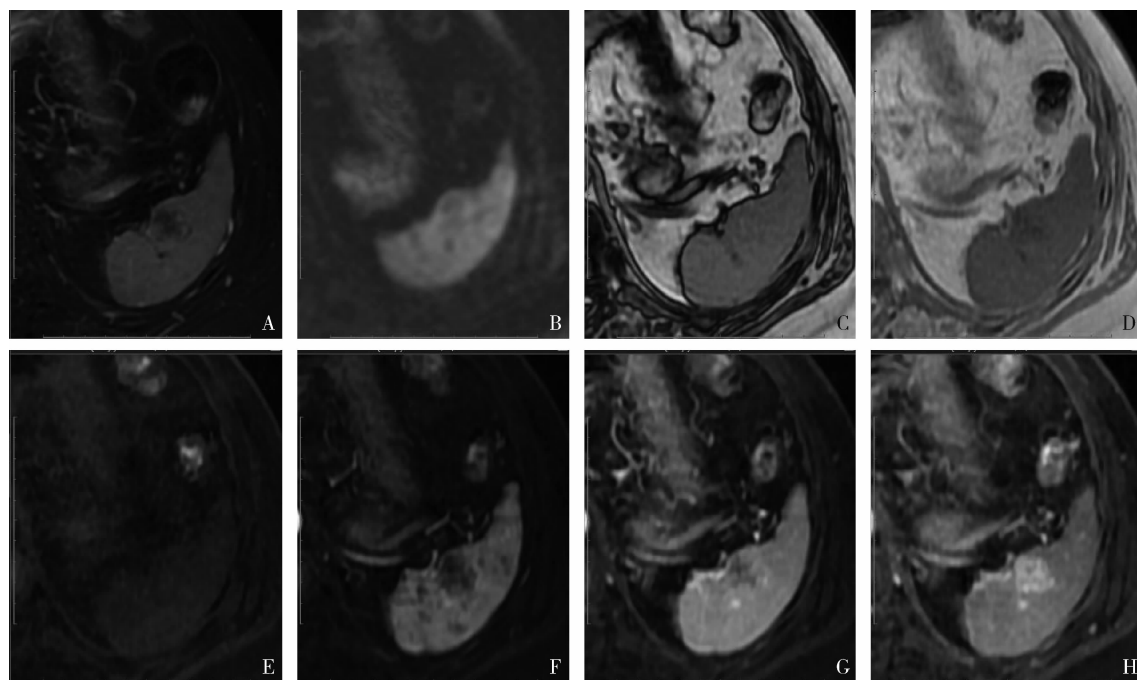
脾 SANT 在 MRI 平扫及增强的表现
